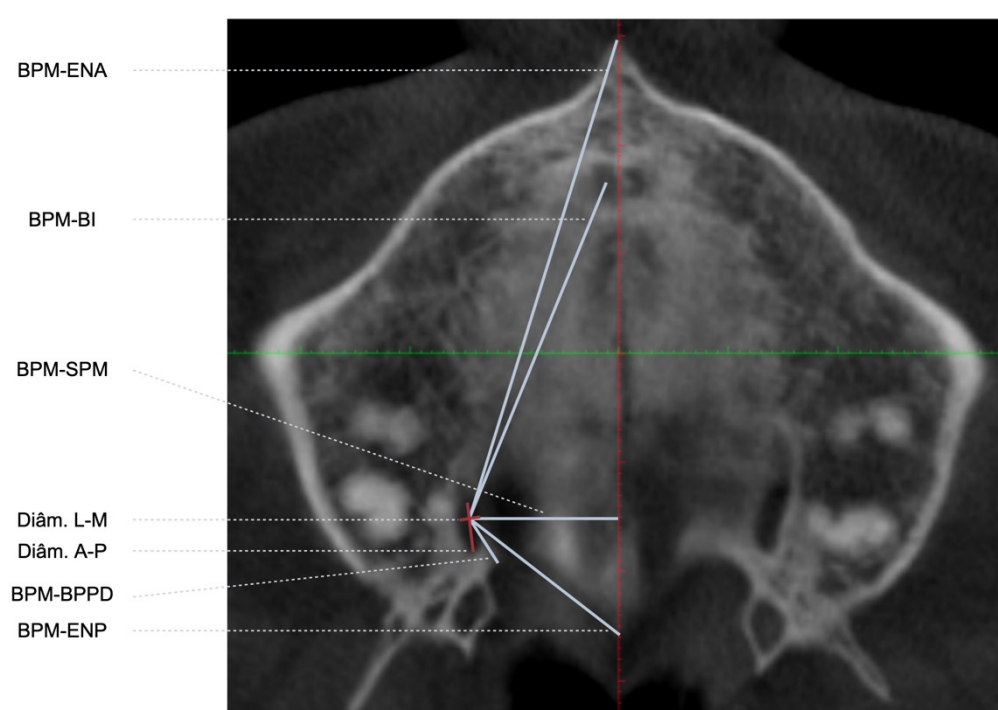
Ilustração das medições em corte transversal de CBCT: desde o centro do BPM até à espinha nasal anterior (ENA), buraco incisivo (BI), sutura palatina mediana (SPM), bordo posterior do palato duro (BPPD) e espinha nasal posterior (ENP); diâmetros lateromedial (Diâm. L-M) e ântero-posterior (Diâm. A-P).
